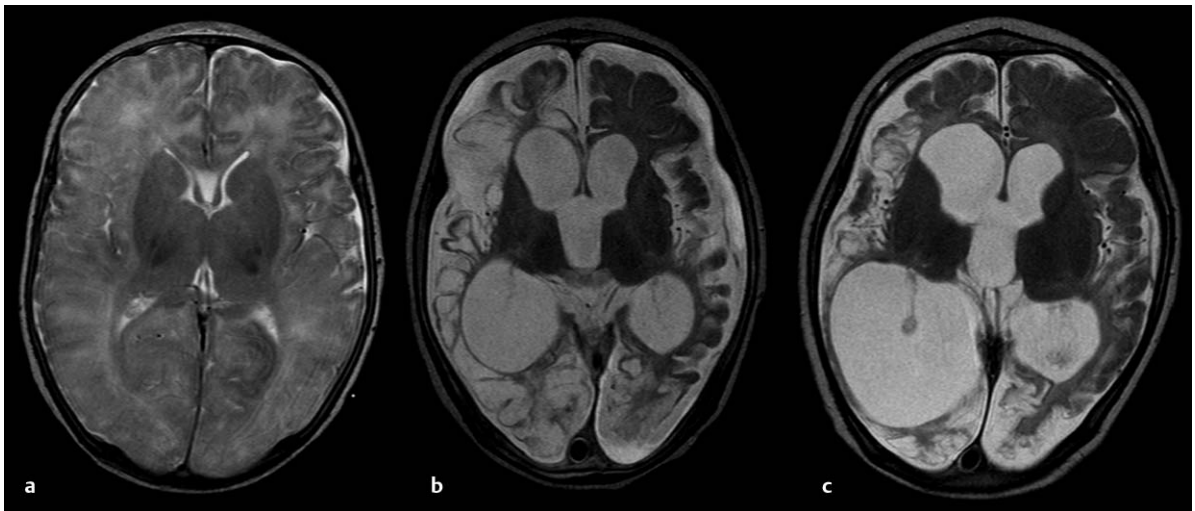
MRT-Bilder (T2 axial) eines Jungen nach wahrscheinlicher Misshandlung durch Schütteltrauma im Alter von 2 Monaten nach Trauma vermutlich am gleichen Tag (a), 6 Wochen (b) und 10 Monate danach (c). Klinisch schwerst mehrfach behindert, multiple Sekundärprobleme, therapieschwierige Epilepsie.
